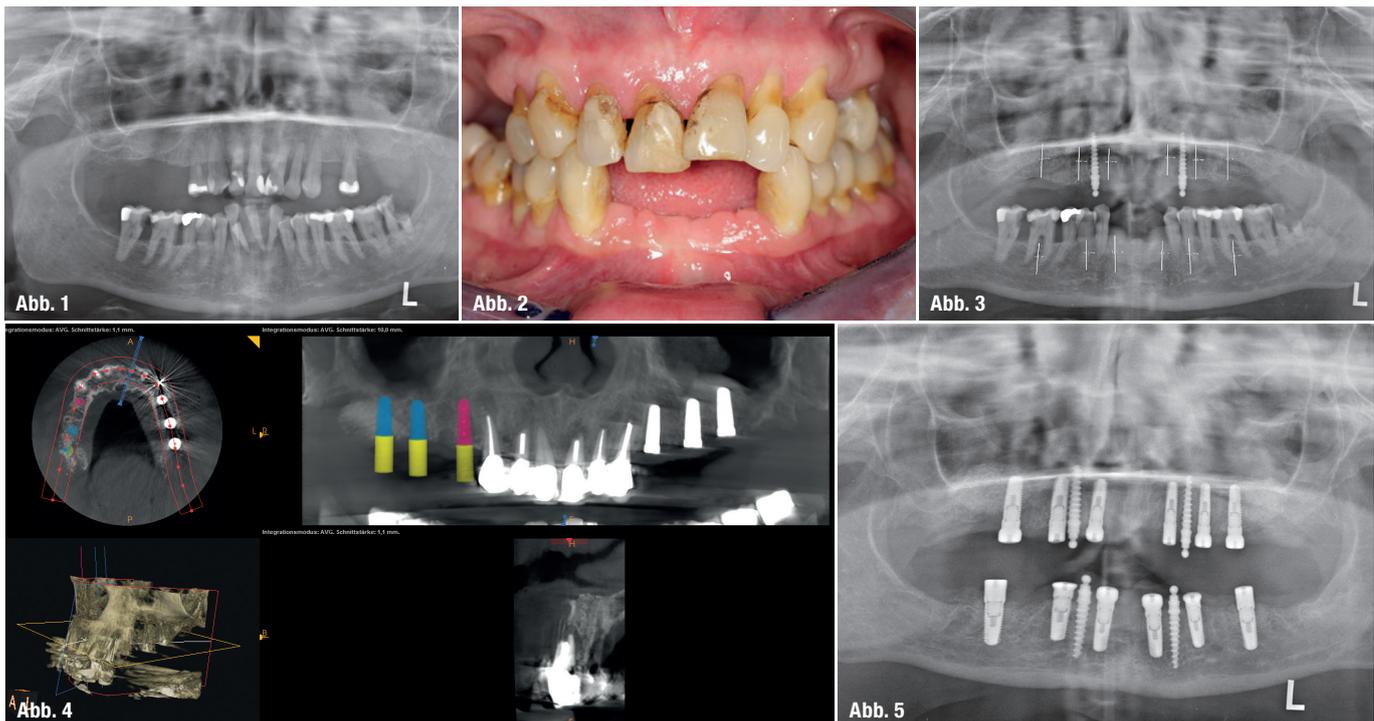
Röntgenologische Ausgangssituation.
